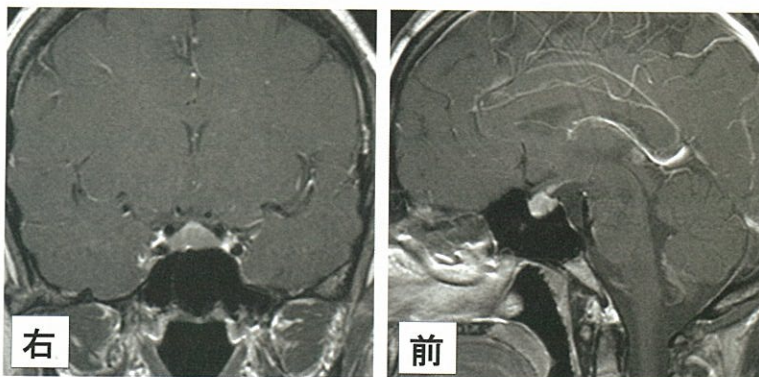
造影MRI(冠状断、矢状断) 治療開始17ヵ月
